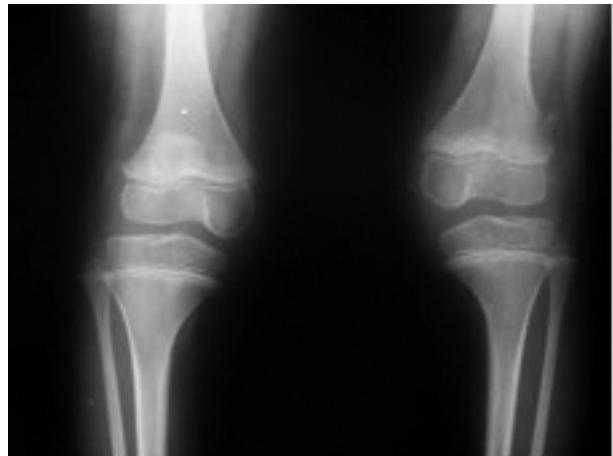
Her iki diz ön-arka grafisi.
